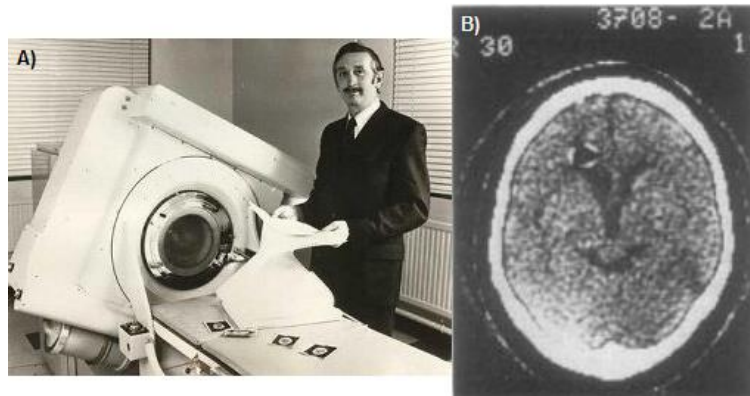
A) *G. Hounsfield* e o primeiro equipamento de tomografia; B) Uma das primeiras imagens TC [32].
